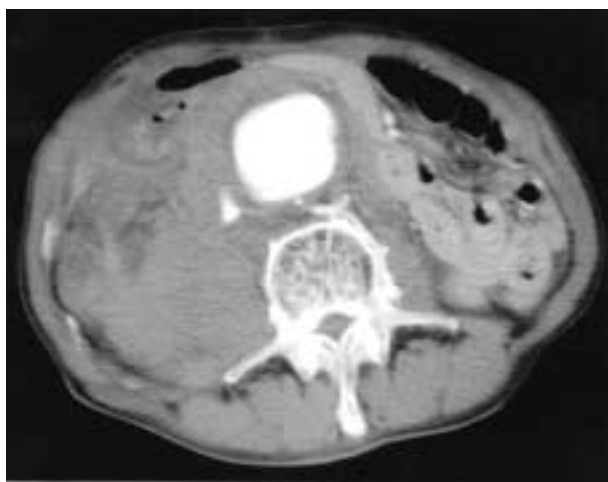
Preoperative CT of Case1
